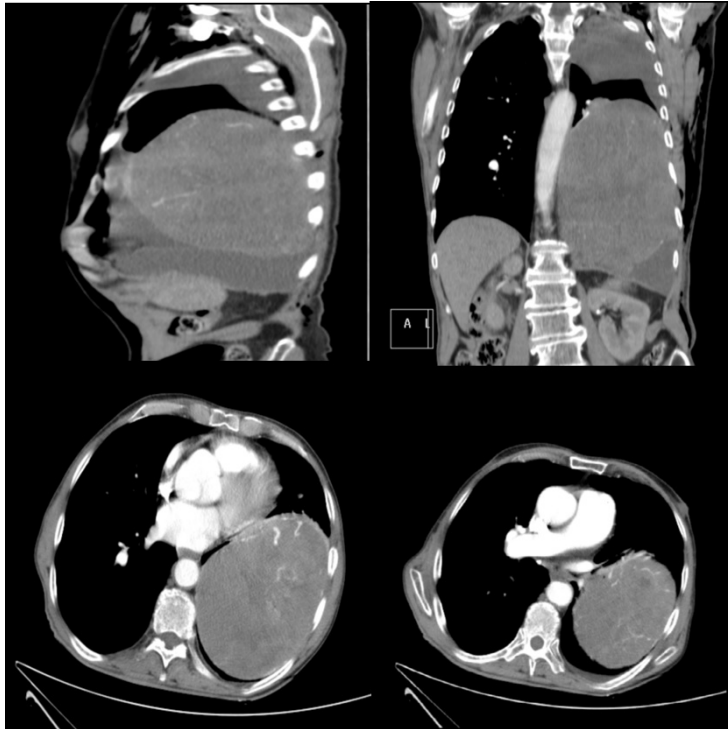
TC corte sagital, coronal y axial
